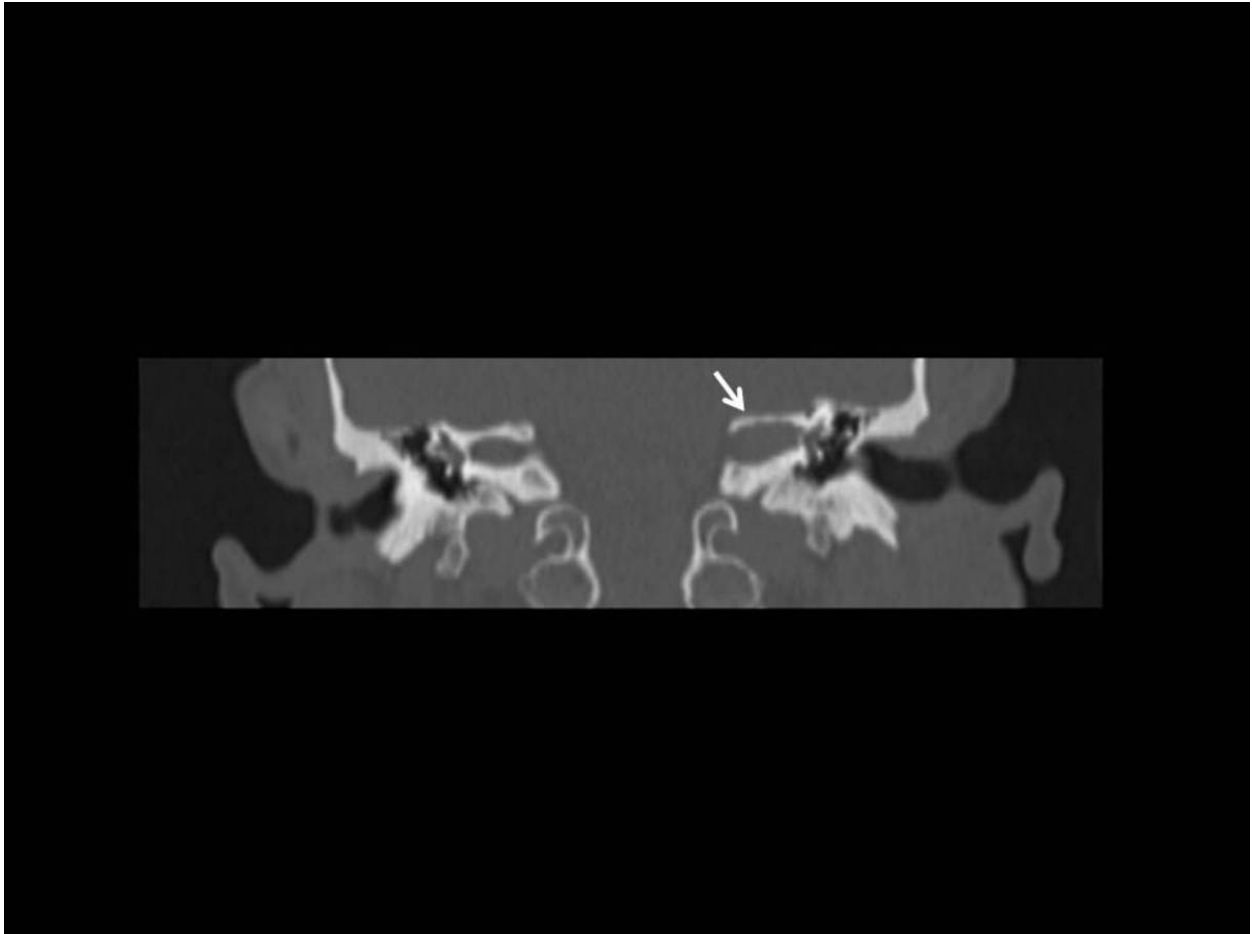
TC peñascos, imagen coronal en ventana de hueso Se observa remodelación ósea del CAI izquierdo con ensanchamiento del mismo.
